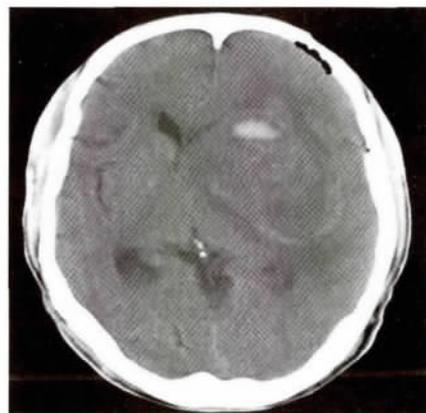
术后CT显示脑血肿基本清除,小骨窗部位颅骨外形良好,无脑受压
